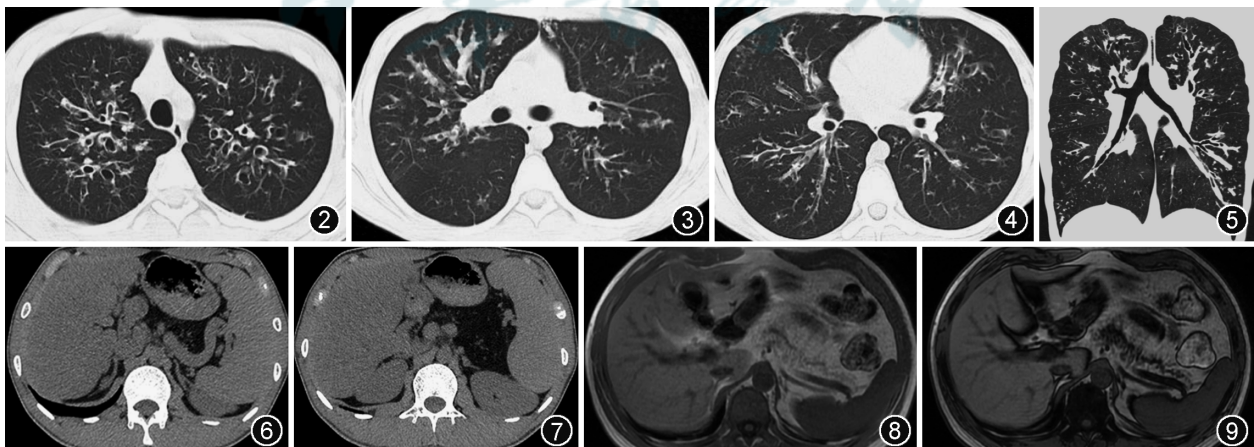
~5 患者男,21岁,胸部CT示双肺多发支气管囊状及柱状扩张,双肺上叶较重,扩张支气管管壁增厚,部分管腔内见黏液栓
